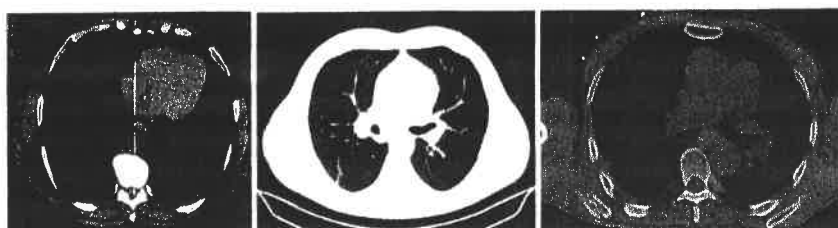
8 Examen CT torace: fereastră mediastinală (a), fereastră pulmonară (b), fereastră osoasă (c).
